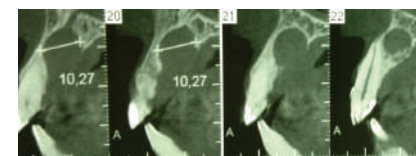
Ao exame de tomografia computadorizada, nota-se uma imagem radiolúcida arredondada bem circunscrita. O diâmetro da lesão mediu aproximadamente 10,00mm. Observa-se a preservação da lâmina dura dos elementos dentais envolvidos, descartando-se dessa forma a hipótese de lesão de origem inflamatória.
